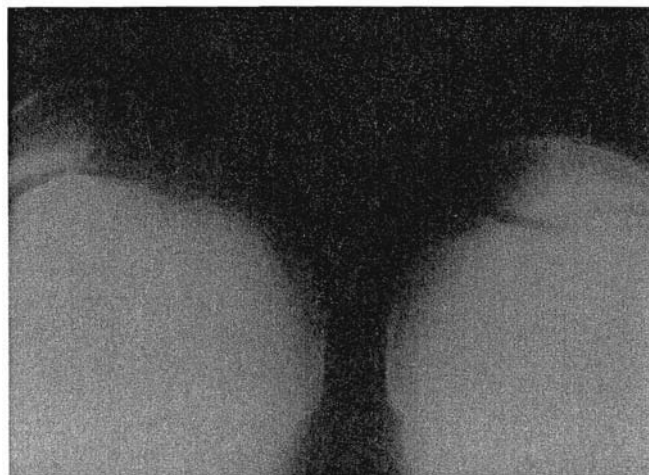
Radiografía axial de un paciente adulto con luxación habitual. Situación lateral de la rótula y cambios secundarios en el fémur y patella displásica.
